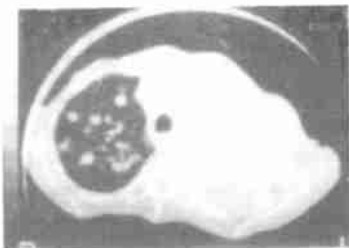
肺转移癌 CT 像 WW 1200 HU, WL - 600 HU
